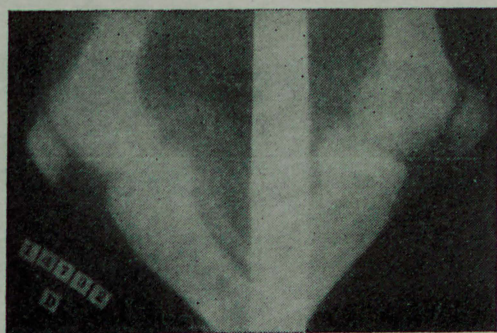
Joelho direito e esquerdo. Radiografia simples. Incidência de face.
